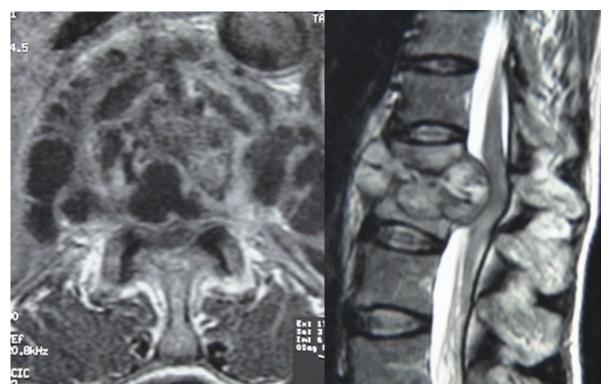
une spondylodiscite tuberculeuse. IRM du rachis coupe sagittale et axiale montrant une Spondylodiscite infectieuse (tuberculeuse).
